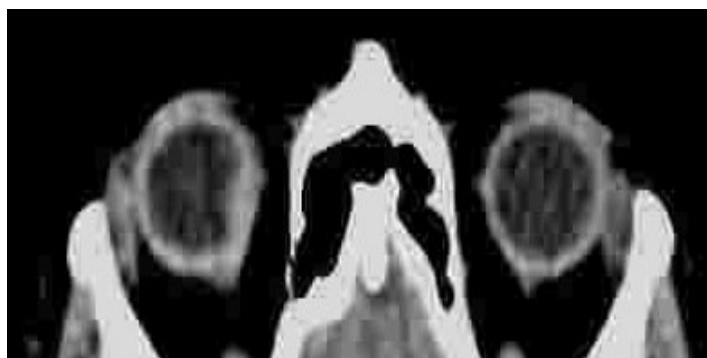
Computed tomography fragment of Patient A., 71 years old
